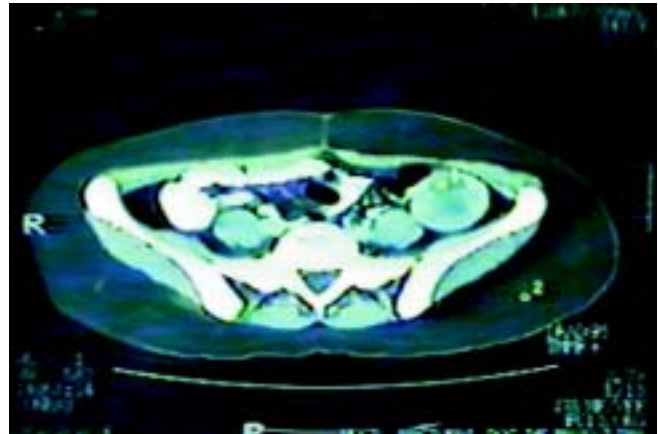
TAC con reporte de masa ocupativa sobre sigmoides.
